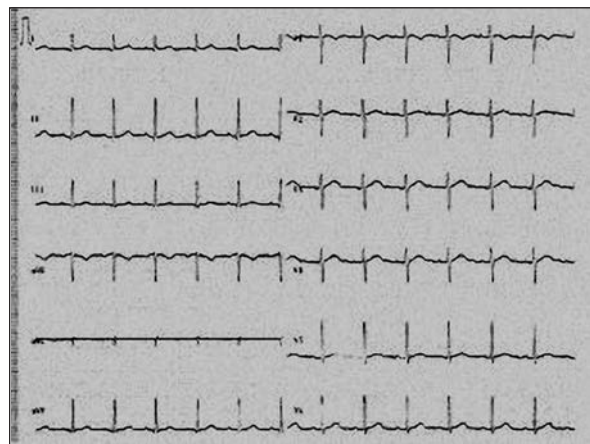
After pacing with transcutaneous transthoracic pads rhythm was improved.
